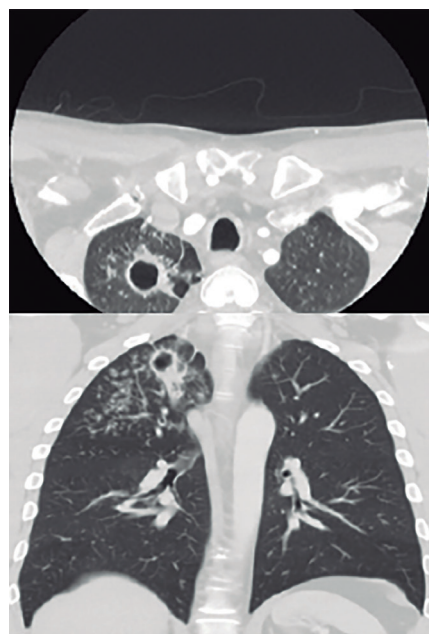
Cortes axial y coronal de TC de tórax, donde se aprecia la lesión cavitada en LSD.
